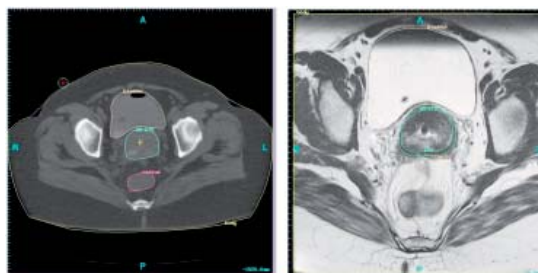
High-risk clinical target volume (HR-CTV) of a) CT and b) MRI of a 50 year old woman with stage IIB cervical carcinoma
